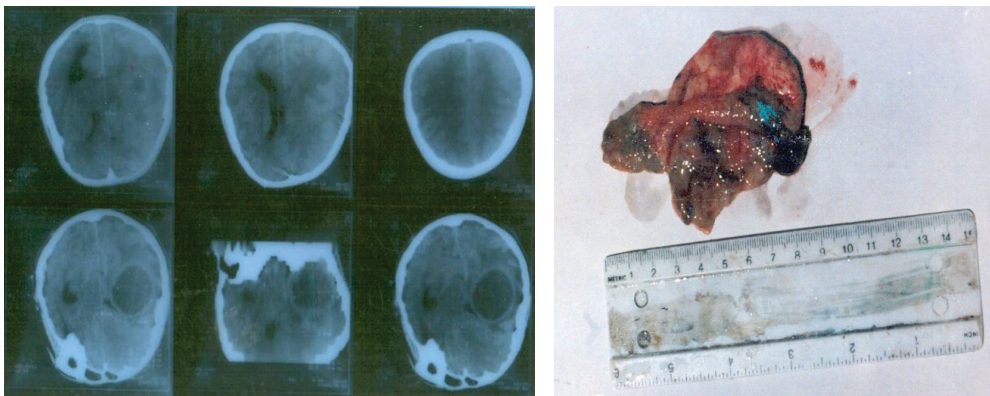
КТ пациента с абсцессом левой височной доли ГМ и капсула абсцесса
